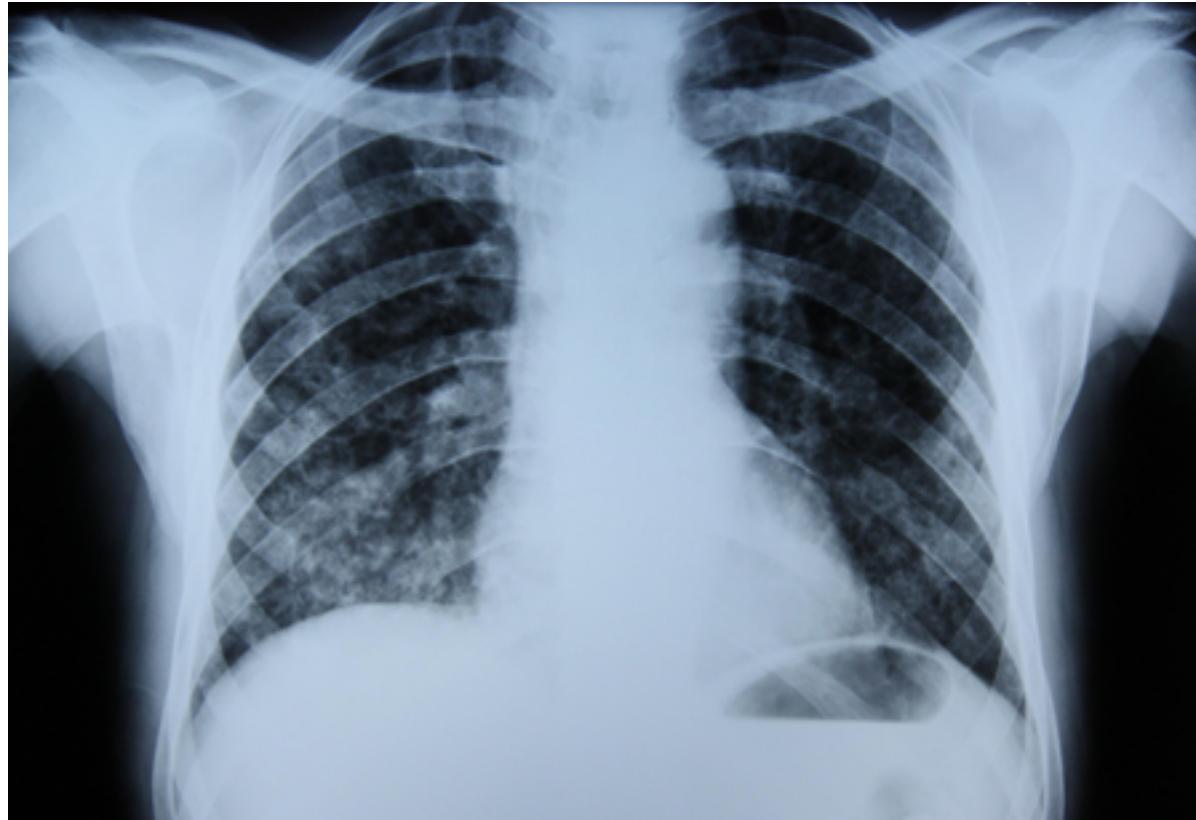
Radiografia torácica mostrando fibrose intersticial em paciente com toxicidade pulmonar por amiodarona
